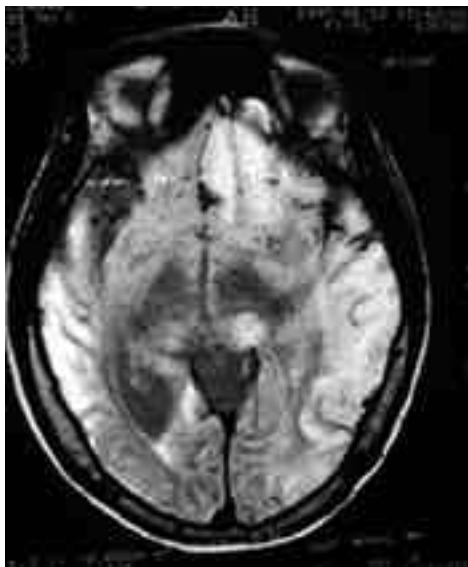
RM axial (intensidad de protones) en fase subaguda que muestra lesiones corticales "giriformes" bilaterales.
